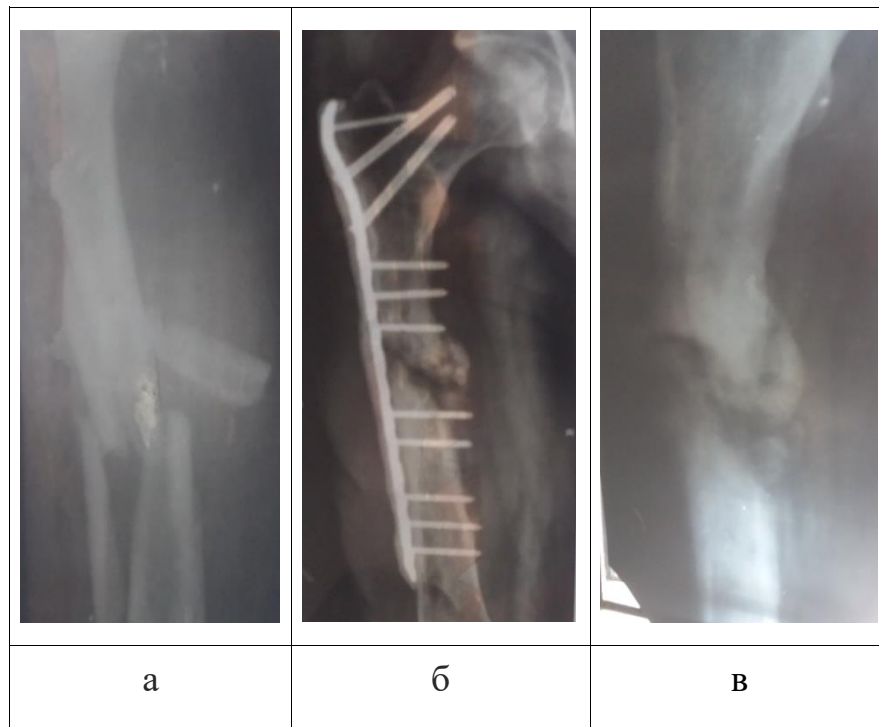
Рентгенограми постраждалого Ч. з закритим багатоуламковим переломом діяфізу стегнової кістки (а); відсутність контакту між кістковими фрагментами та відсутність ознак кісткового зрощення в умовах фіксації металевою пластинкою через 14 тижнів після травми (б); після зняття пластинки – незрощений перелом з формуванням несправжнього суглоба (в).
